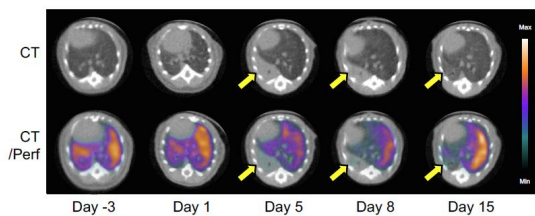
IPA マウスモデルにおける肺血流 SPECT/CT の経時的評価
